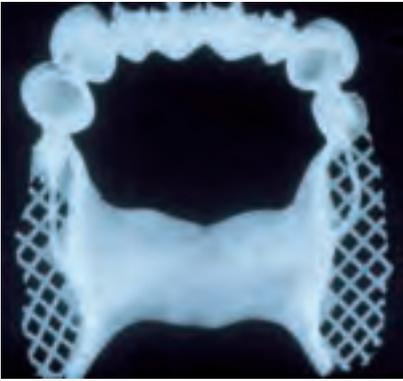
Röntgenogramm (Röntgen-Grobstrukturuntersuchung) des Gerüsts einer Teleskopprothese aus Titan
